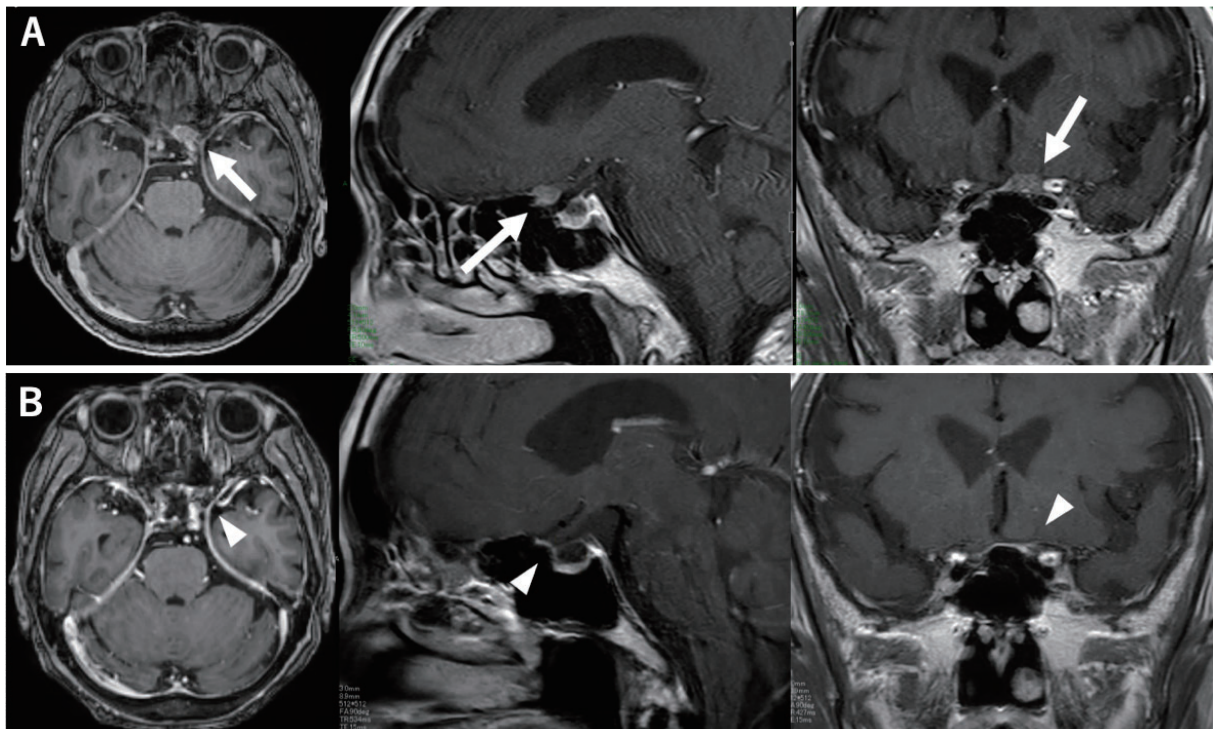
(A) Enhanced magnetic resonance imaging (MRI) of the brain on admission showing dural metastasis in contact with the meninges near the left anterior clinoid process of the cranial base (arrows). (B) Enhanced MRI of the brain after 67 days of stereotactic radiotherapy (30 Gy/15 Fr) and osimertinib therapy showing shrinkage of metastasis (triangles).
